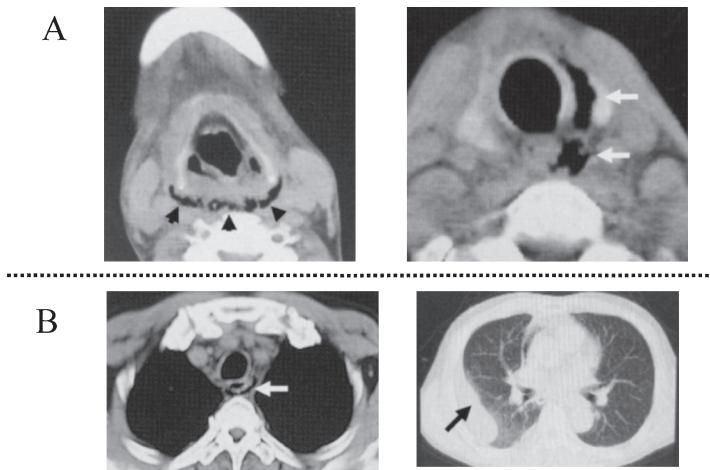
Case2 Neck and Chest CT scan
